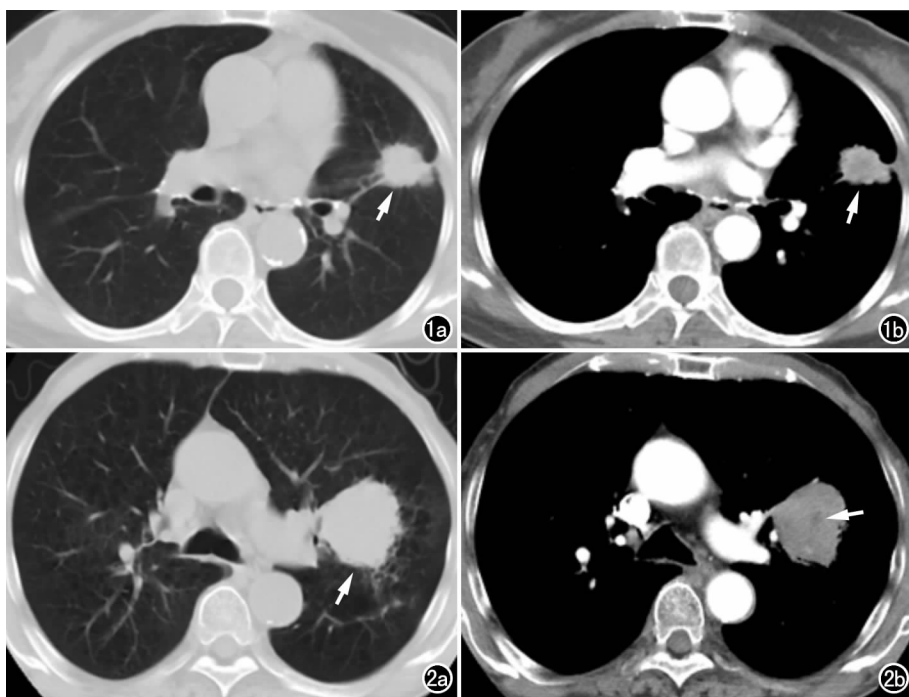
女, 54 岁, 左肺上叶腺癌, EGFR 基因突变阳性。a) CT 横轴面平扫肺窗图像示左肺上叶见不规则结节影(箭), 可见分叶、毛刺、胸膜牵拉征及血管束束征; b) CT 横轴面动脉期纵隔窗图像示病灶强化尚均匀(箭), 内无明显坏死。图 2 男, 66 岁, 左肺上叶腺癌, EGFR 基因突变阴性。a) CT 横轴面肺窗示左肺上叶不规则肿块影(箭), 边缘见少许浅分叶; b) CT 横轴面动脉期纵隔窗图像示病灶强化不均, 其内见小灶性无强化坏死区(箭)。
